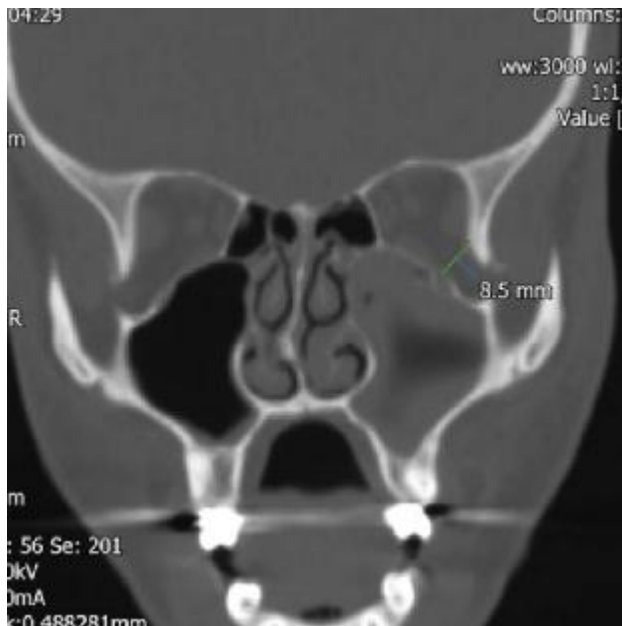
Computed tomogram showing abnormal defect in the orbital floor
